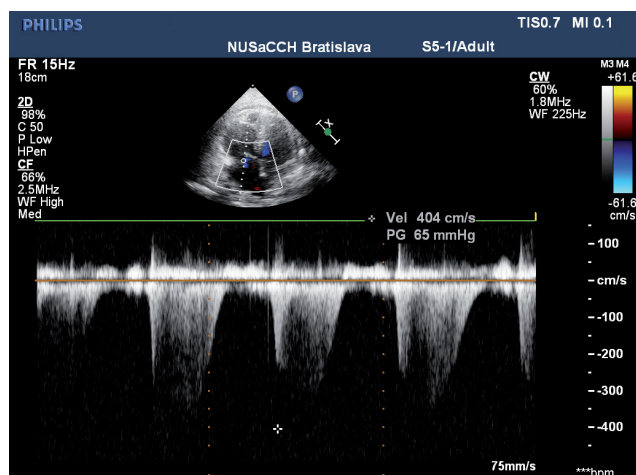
Transtorakálna echokardiografia
